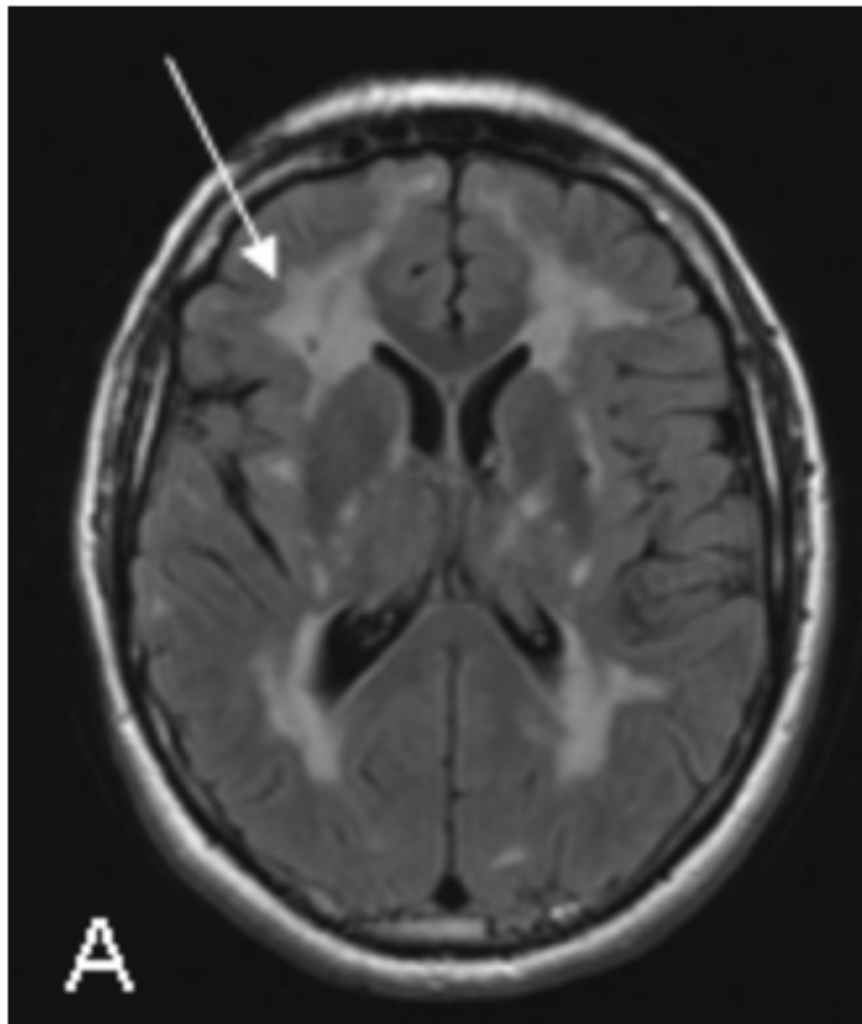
IRM montrant des hypersignaux de la substance blanche sur des séquences pondérées en T2 [91]
